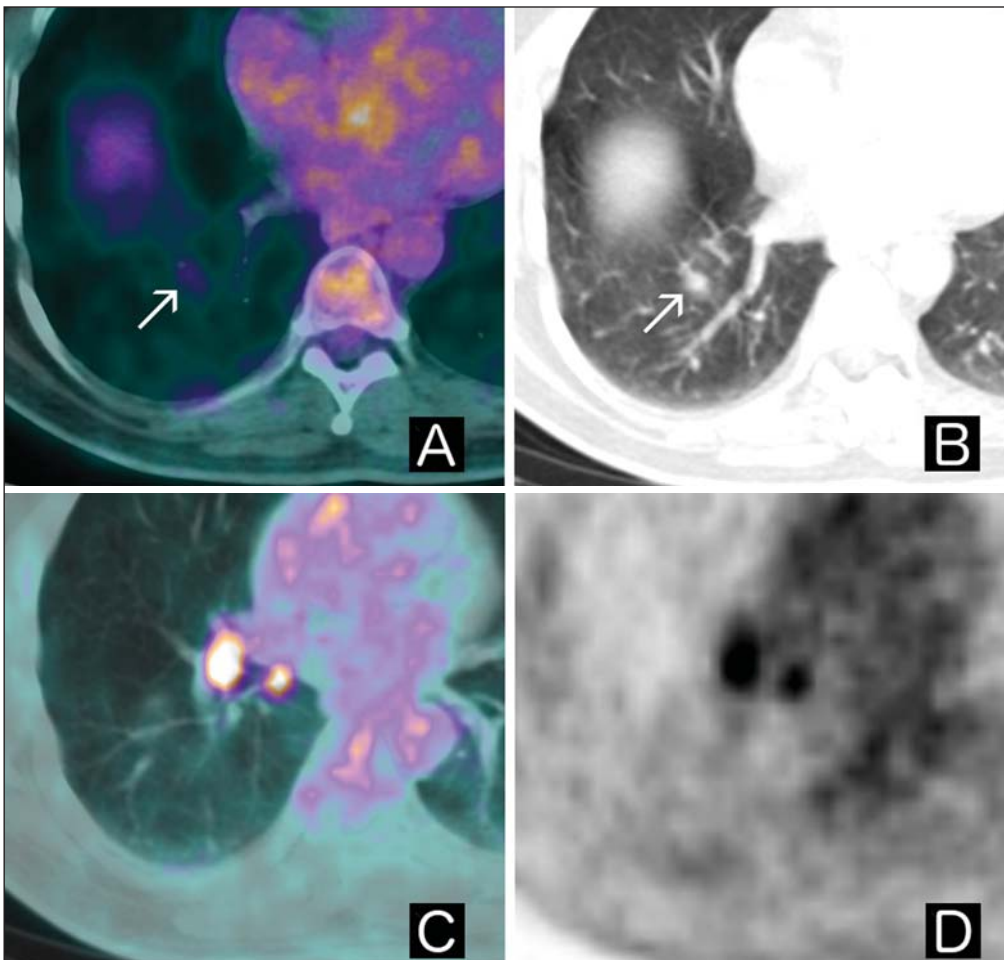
A,C: Imagens axiais de fusão de ¹⁸F-FDG PET/CT. B: Imagem axial de TC do tórax. D: Imagem axial PET. Paciente com história de tumor gastrointestinal estromal, apresentando nódulo pulmonar indeterminado no lobo inferior direito em estudo tomográfico prévio. No exame de ¹⁸F-FDG PET/CT, o nódulo apresentava discreto aumento do metabolismo glicolítico quando comparado ao parênquima pulmonar normal (setas em A e B), associado a linfonodos hilares ipsilaterais hipermetabólicos (C,D). O paciente foi submetido a cirurgia, com diagnóstico posterior de tuberculose.
